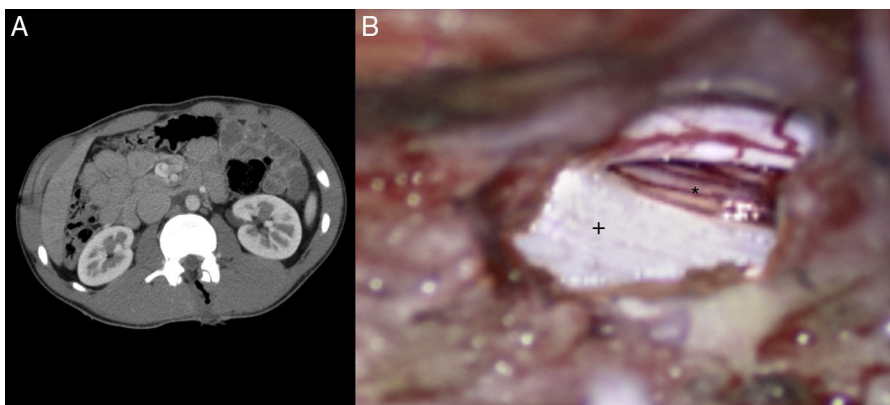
A) Tomografía abdominal donde se aprecia lesión lineal con contenido aéreo en L1 (trayectoria del puñal). B) Imagen intraoperatoria tras la laminectomía L1-L2 donde se aprecia un corte limpio a nivel dural (+: duramadre; *: raíz nerviosa).
